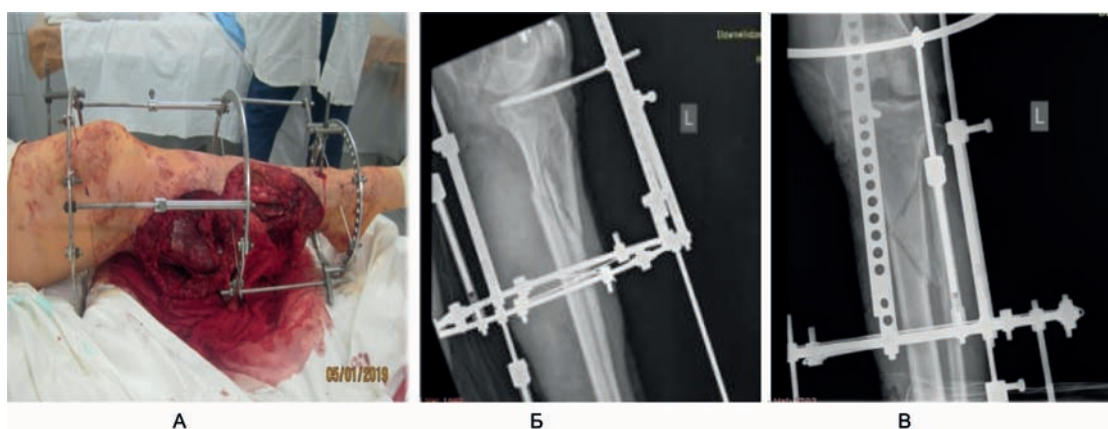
1-е сутки: 1-й этап операции – металлоостеосинтез. Установка металлоконструкции (А), рентгеновский снимок, прямая (Б) и боковая проекция (В).
